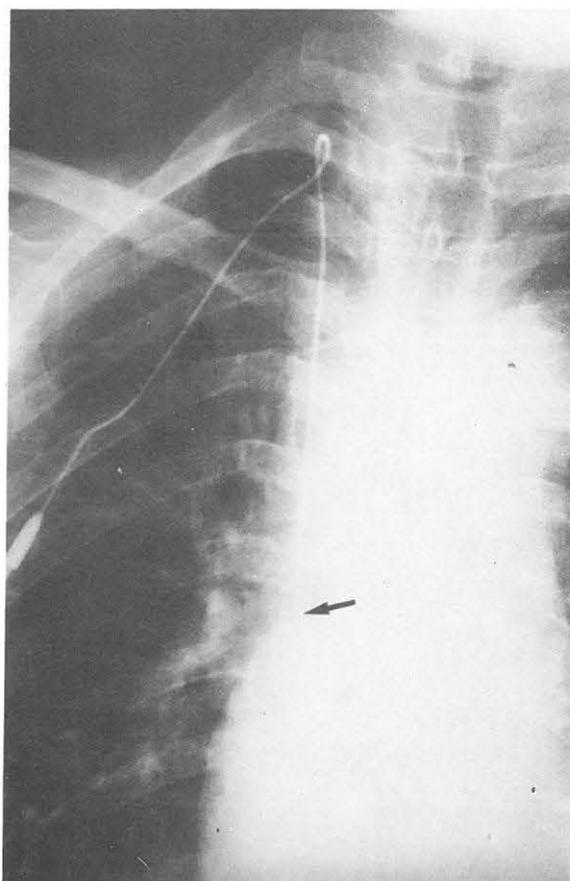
Verificación por radiografía.
